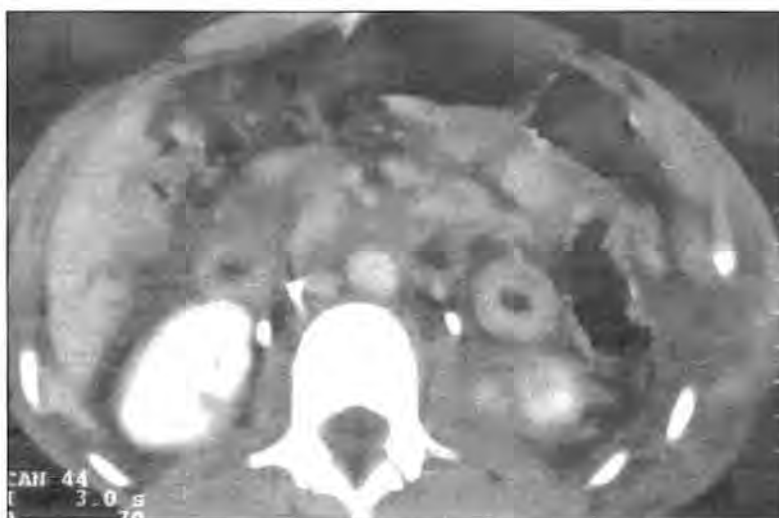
TAC toracoabdominal donde se aprecian imágenes sospechosas de disección y trombosis de la aorta abdominal infrarrenal.
